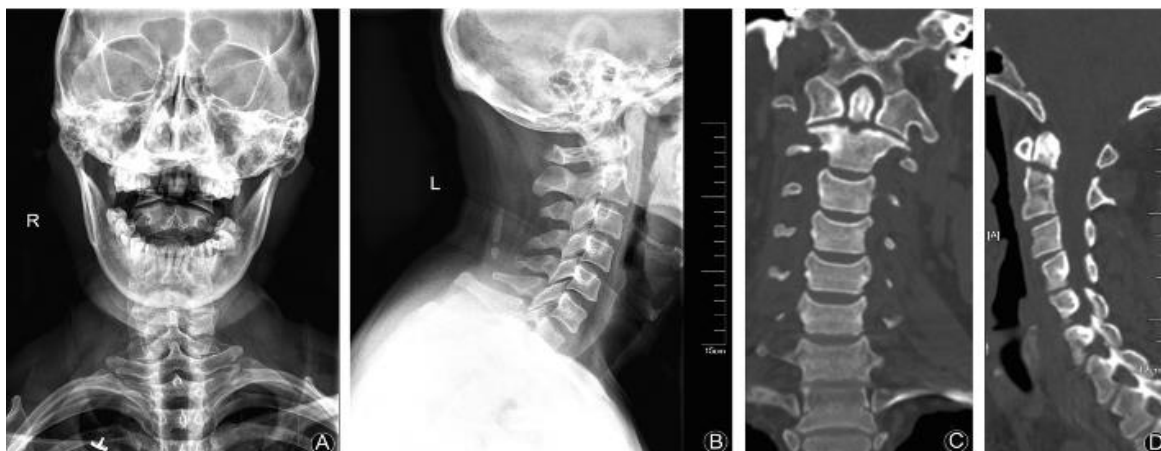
es TAC en corte sagital con FO tipo II.
